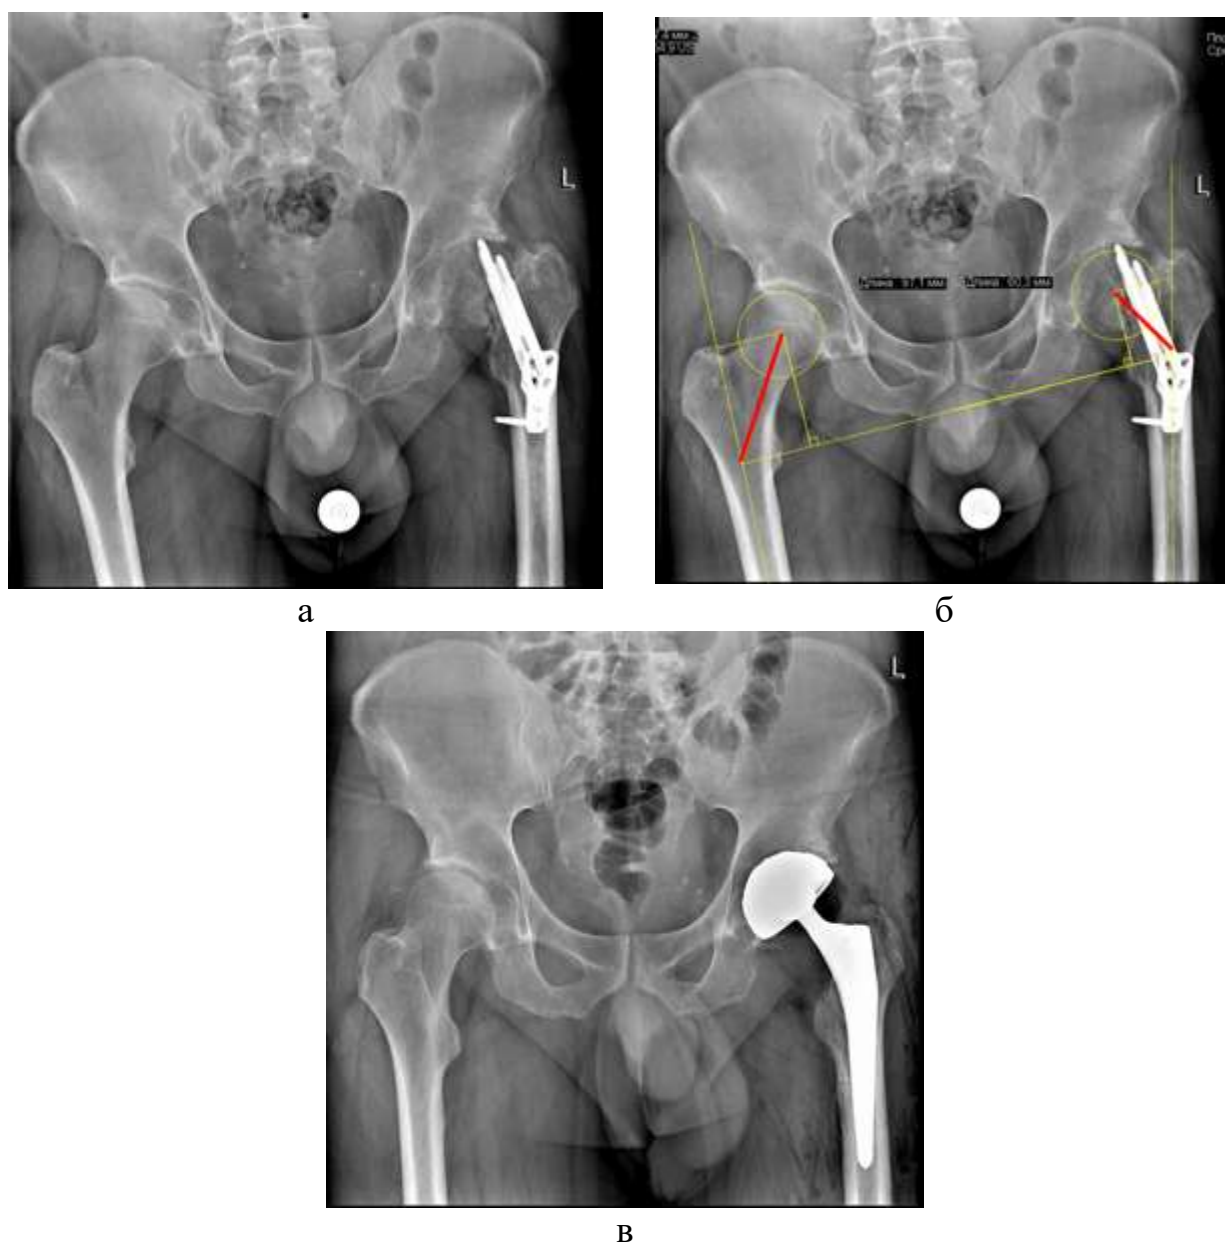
Определение Z-индекса (комбинированного укорочения нижней конечности и бедренного офсета) при псевдоартрозе шейки бедра с наличием ранее установленной металлоконструкции (Targon FN): а – первичный обзорный рентгеновский снимок таза; б – построение двух четырехугольников с определением длины их диагоналей в мм; в – послеоперационный рентгеновский снимок таза с установленным эндопротезом левого тазобедренного сустава
